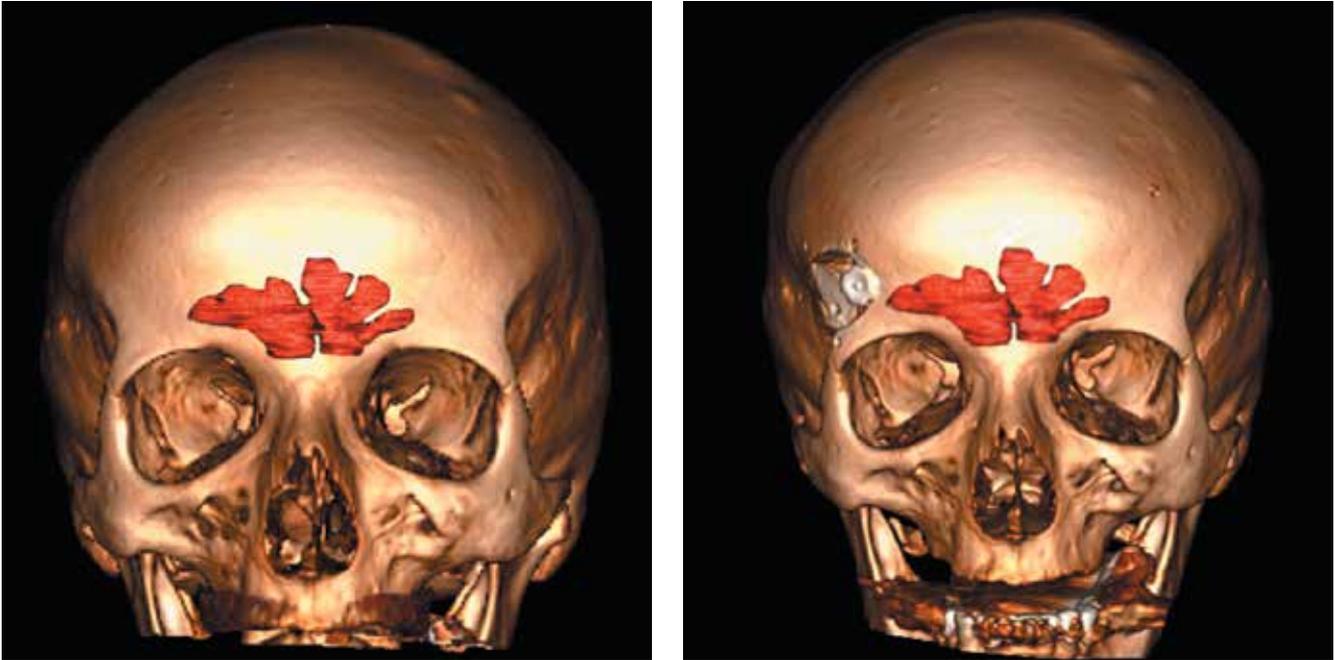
Оценка структуры лобных пазух при компьютерной томографии. Проекция лобных пазух отмечена красным цветом. Ввиду распространения лобной пазухи за пределы супраорбитальной вырезки принято решение о латеральном смещении трепанационного окна
